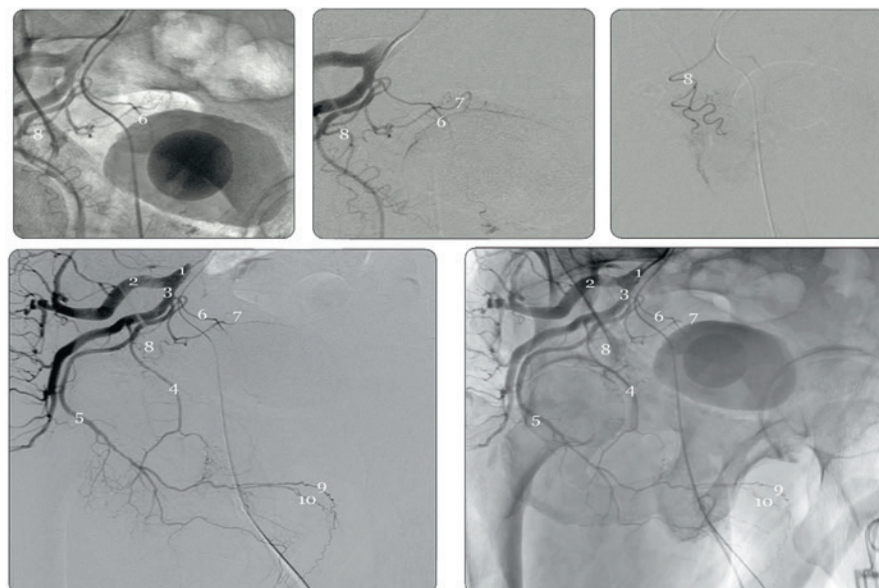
Рентгенанатомия артерий мужского таза:
